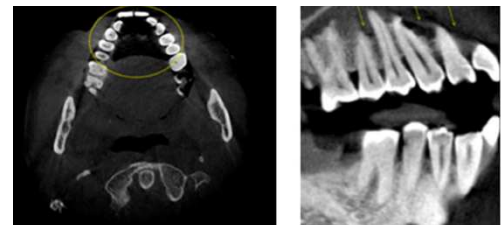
CBCT indiquant des zones radioclares au niveau du palais et allant de la canine maxillaire droite à la première molaire signe d'une perte osseuse (82).
